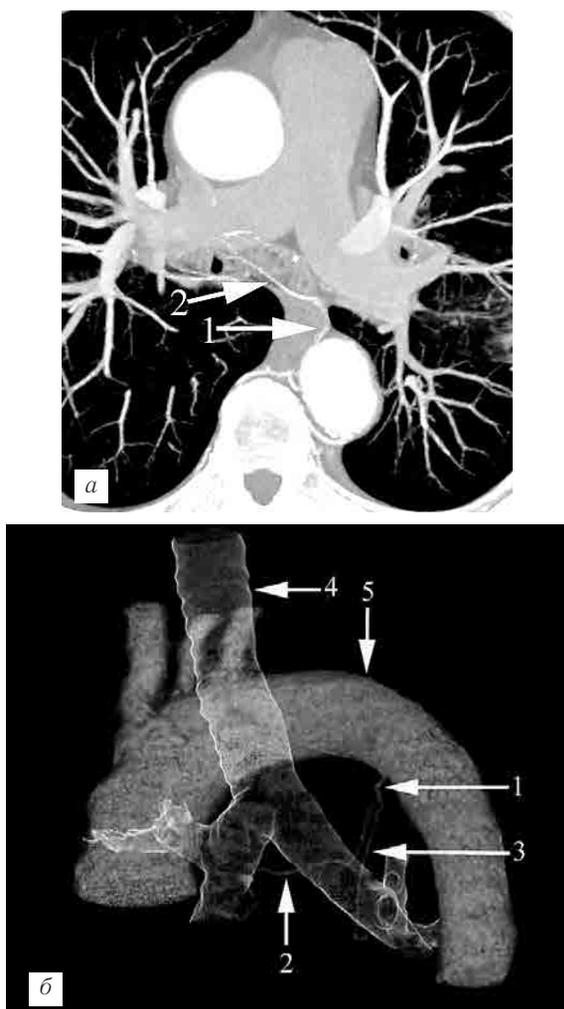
Ортопозиционный вариант (по Remmy-Jardin) отхождения бронхиальных артерий единым стволом от переднего сегмента нисходящей части грудного отдела аорты; *а* — фрагмент компьютерной томограммы в режиме МР; *б* — трехмерная реконструкция бронхиальных артерий. 1 — общий ствол бронхиальных артерий, 2 — правая бронхиальная артерия, 3 — левая бронхиальная артерия, 4 — трахея и бронхи, 5 — аорта.
